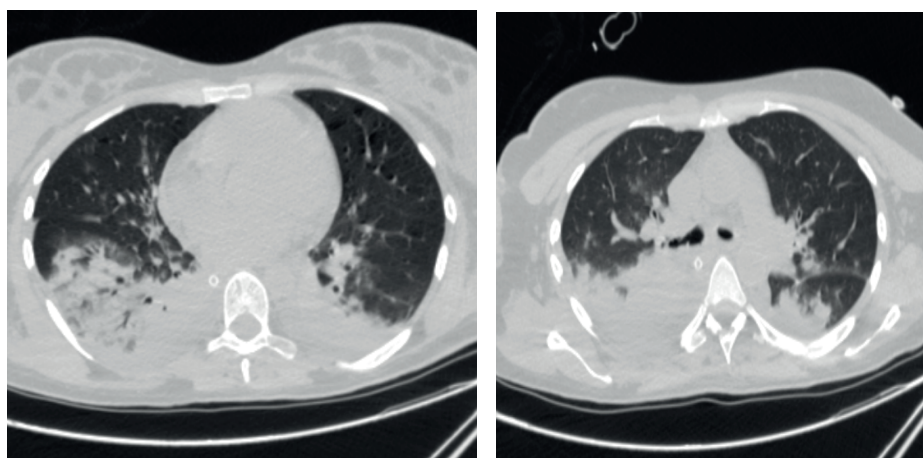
Компьютерные томограммы органов грудной клетки на двух уровнях
